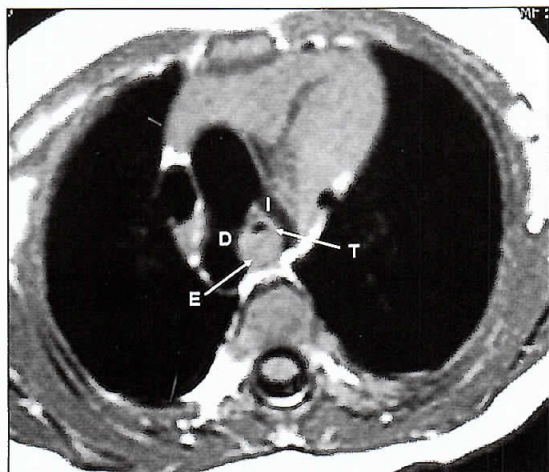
Angio-Resonancia magnética. Corte axial a nivel del cayado aórtico y en secuencia ponderada en T1, que muestra un doble cayado aórtico (D: derecho, I: izquierdo), que comprime el esófago (E) y la tráquea (T).
